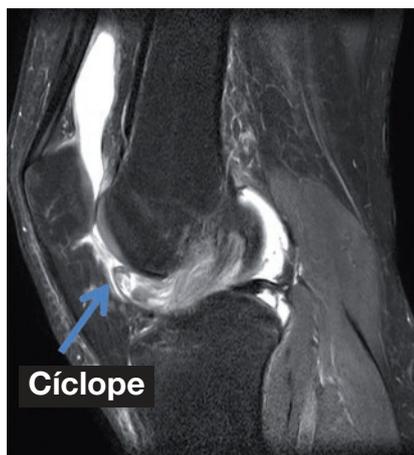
▲ Resonancia magnética. Exposición de un síndrome de cíclope en el plano sagital.
